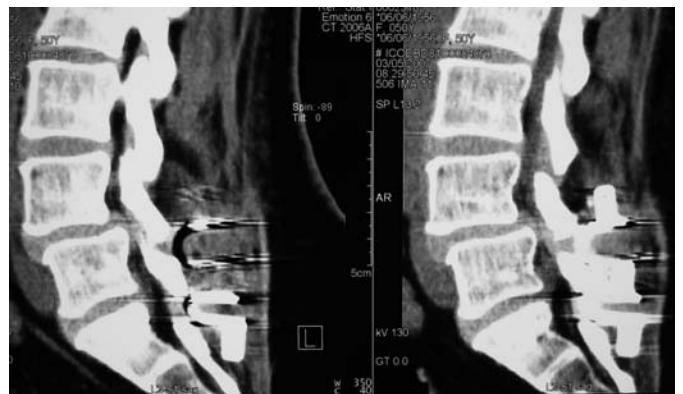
Das CT zeigt, dass es keinen Dornfortsatz S1 gibt, der caudale Anteil des interspinösen „U“ schwebt im „Freien“ = funktionslos
